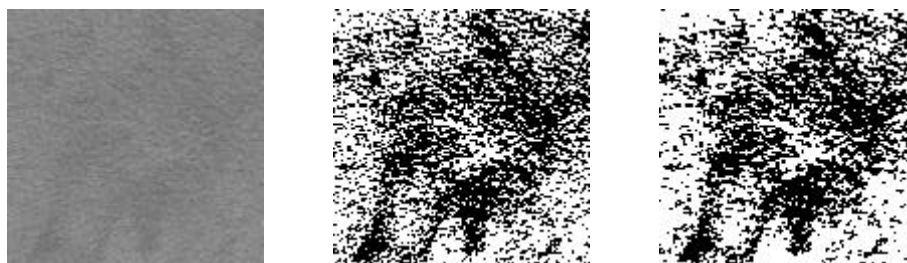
贝叶斯像素分类和混合器像素分类比较：肝癌 CT 图像。(a) 原始肝脏图像片断，(b) 混合器分类结果，(c) 贝叶斯分类结果。
